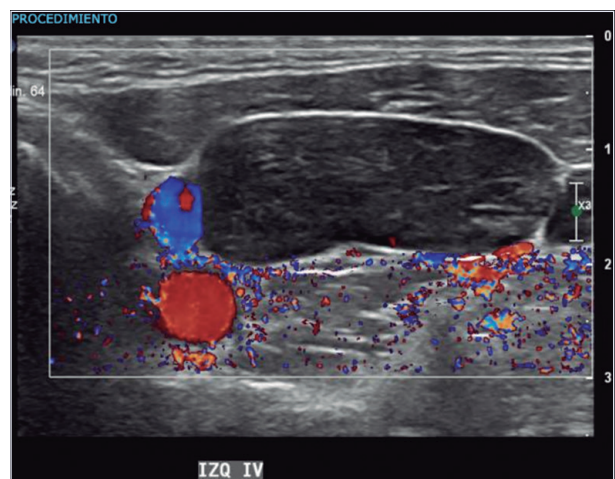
Ultrasonografía de cuello en nivel IV izquierdo. Se aprecia al Doppler color la vena yugular interna (azul) inmediatamente en profundidad al músculo esternocleidomastoideo y a continuación la arteria carótida común (rojo), ambas situadas al lado de una adenopatía (estructura ovalada).
